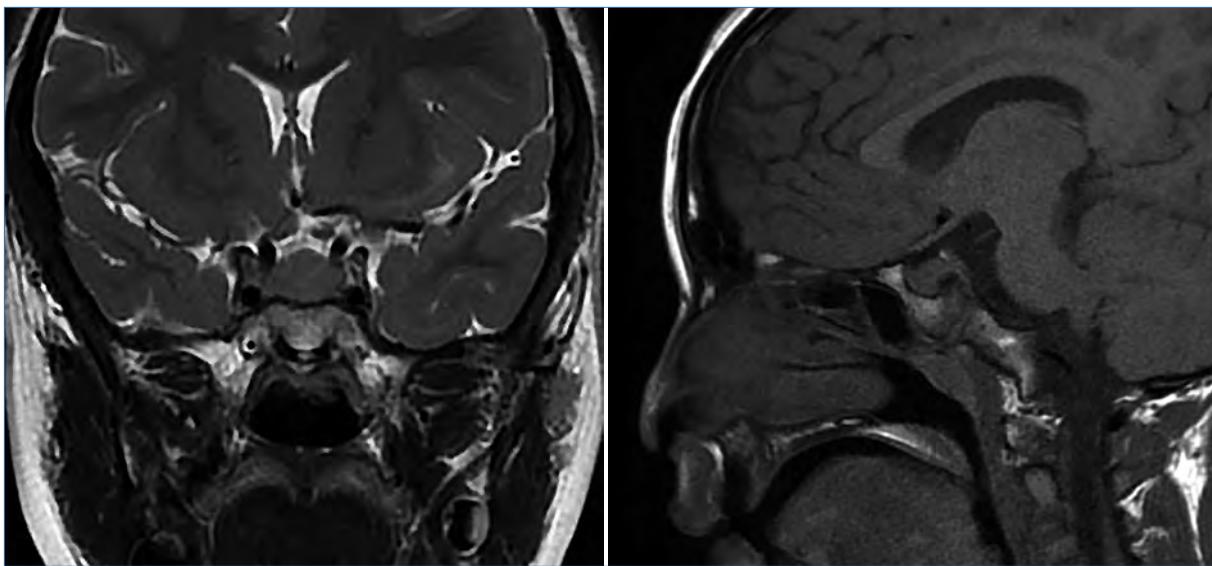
Resonancia magnética cerebro-hipófisis.
